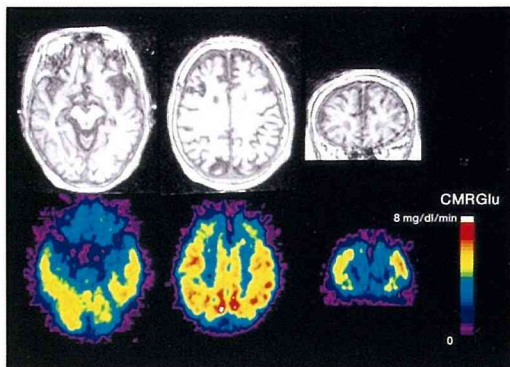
症例4, MRI T1強調画像(上段)とPET局所脳ブドウ糖代謝画像(下段)
